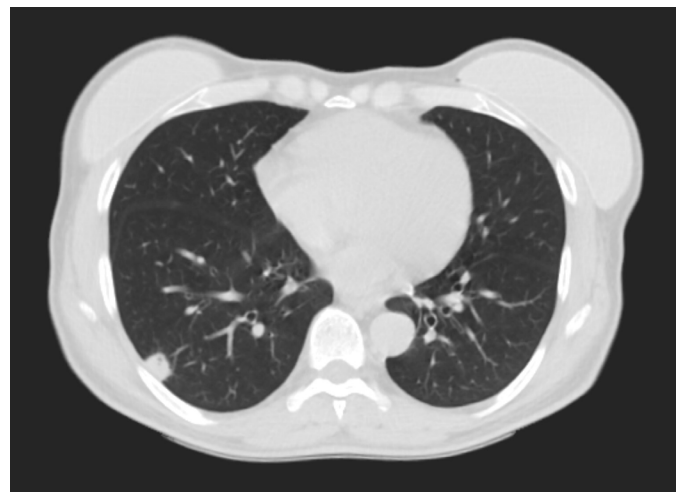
TAC de tórax, ventana pulmonar. Se observa hacia la periferia del lóbulo inferior derecho lesión
